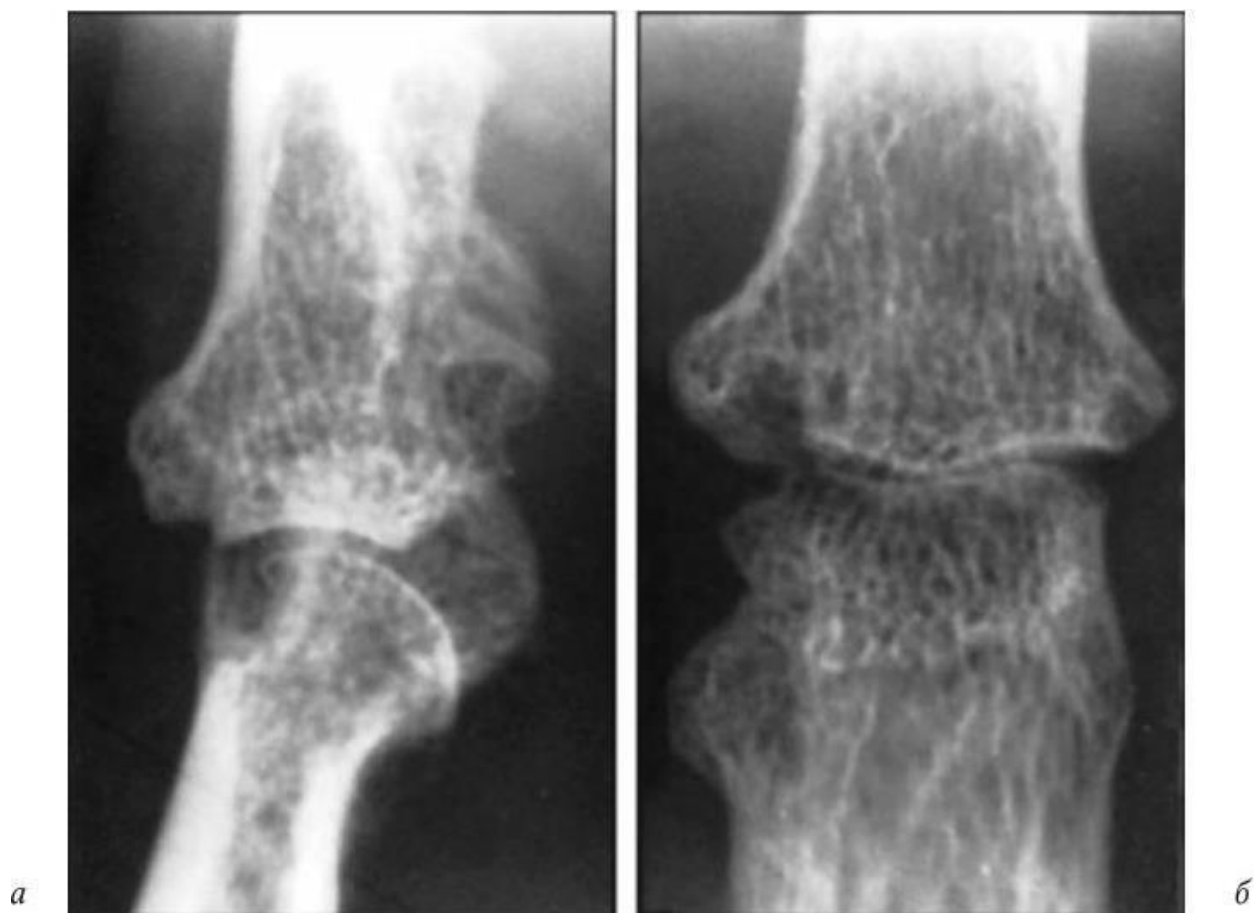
Рентгенограмма дистального межфалангового сустава III пальца больного IV стадией первичного остеопороза
